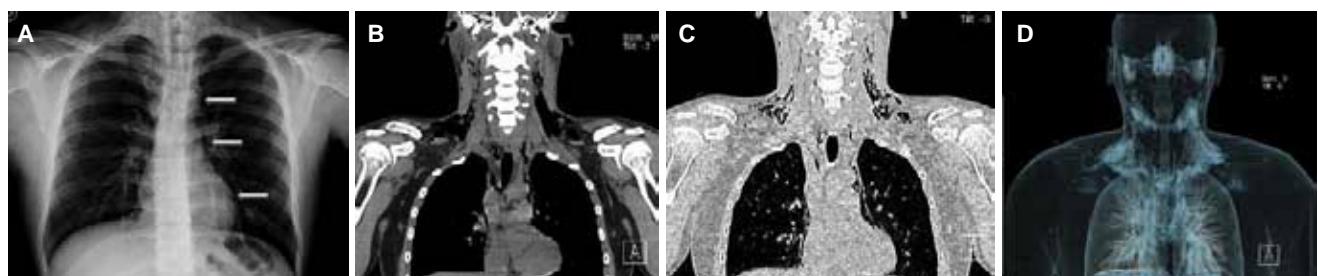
Paciente masculino con diagnóstico de absceso de cuello. A) Radiografía de tórax que muestra vetas de aire que disecan el borde izquierdo del botón aórtico y resto del perfil cardiaco ipsilateral. B y C) Reconstrucción coronal con ventana para mediastino que demuestra aire en los espacios del triángulo anterior, espacio prevascular y borde izquierdo del mediastino paracardiaco. D) Reconstrucción volumétrica con protocolo de pulmón que demuestra el enfisema subcutáneo del cuello y neumomediastino superior y paracardiaco.
